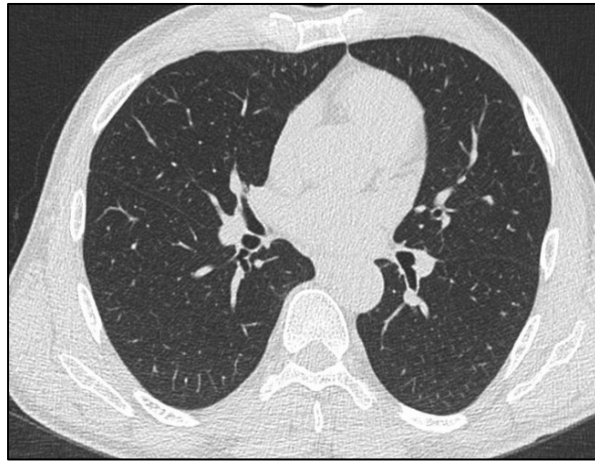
CT-Schnittbild ohne wesentliche Pathologie. (Patient dieser Dissertation)
